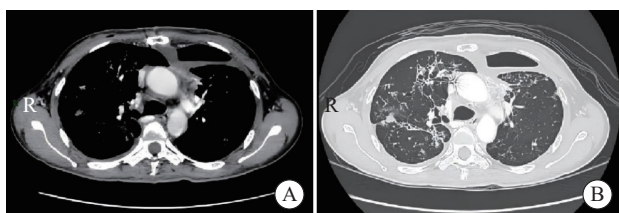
患者手术后胸部CT平扫+增强(2023年11月14日)
